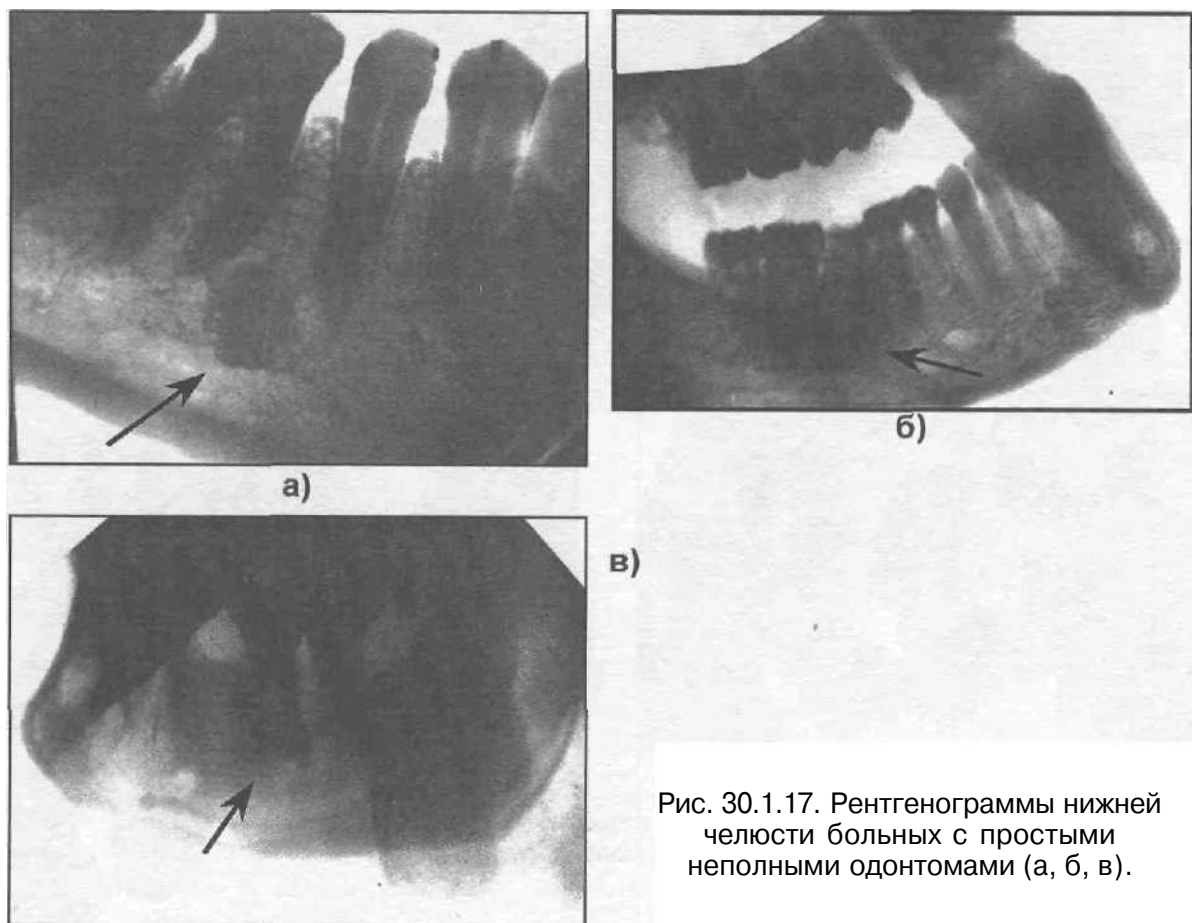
Рентгенограммы нижней челюсти больных с простыми неполными одонтомами (а, б, в).
